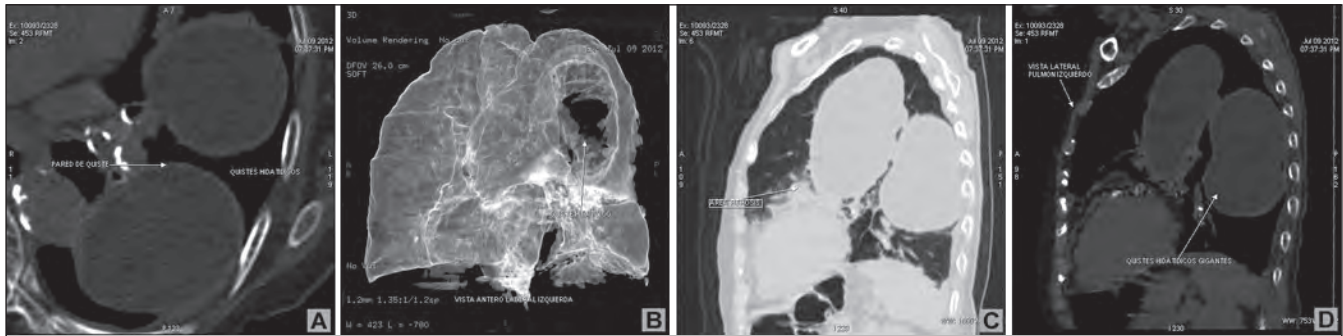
A Tomografía de tórax sin contraste corte axial de hemitorax izquierdo amplificado donde se evidencia dos imágenes ovoideas hipodensas con presencia de doble pared. B Vista tridimensional donde se demuestra dos áreas mal definidas hipodensas en relación al aprenquima pulmonar adyacente representando las lesiones quísticas; corte sagital. C Con ventana pulmonar. D Ventana mediastínica: se evidencia dos quistes hidatídicos gigantes de 31 UH, paredes delgadas con efecto compresivo sobre parénquima pulmonar y atelectasia segmentaria basal anterior en campo pulmonar izquierdo.
